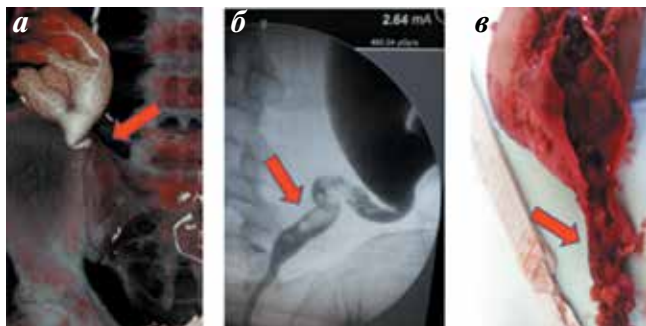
Клинико-диагностические параллели: а — КТ (3D-реконструкция); б — антеградная пиелоуретрография; в — морфологический препарат. Стрелками указана зона опухоли
